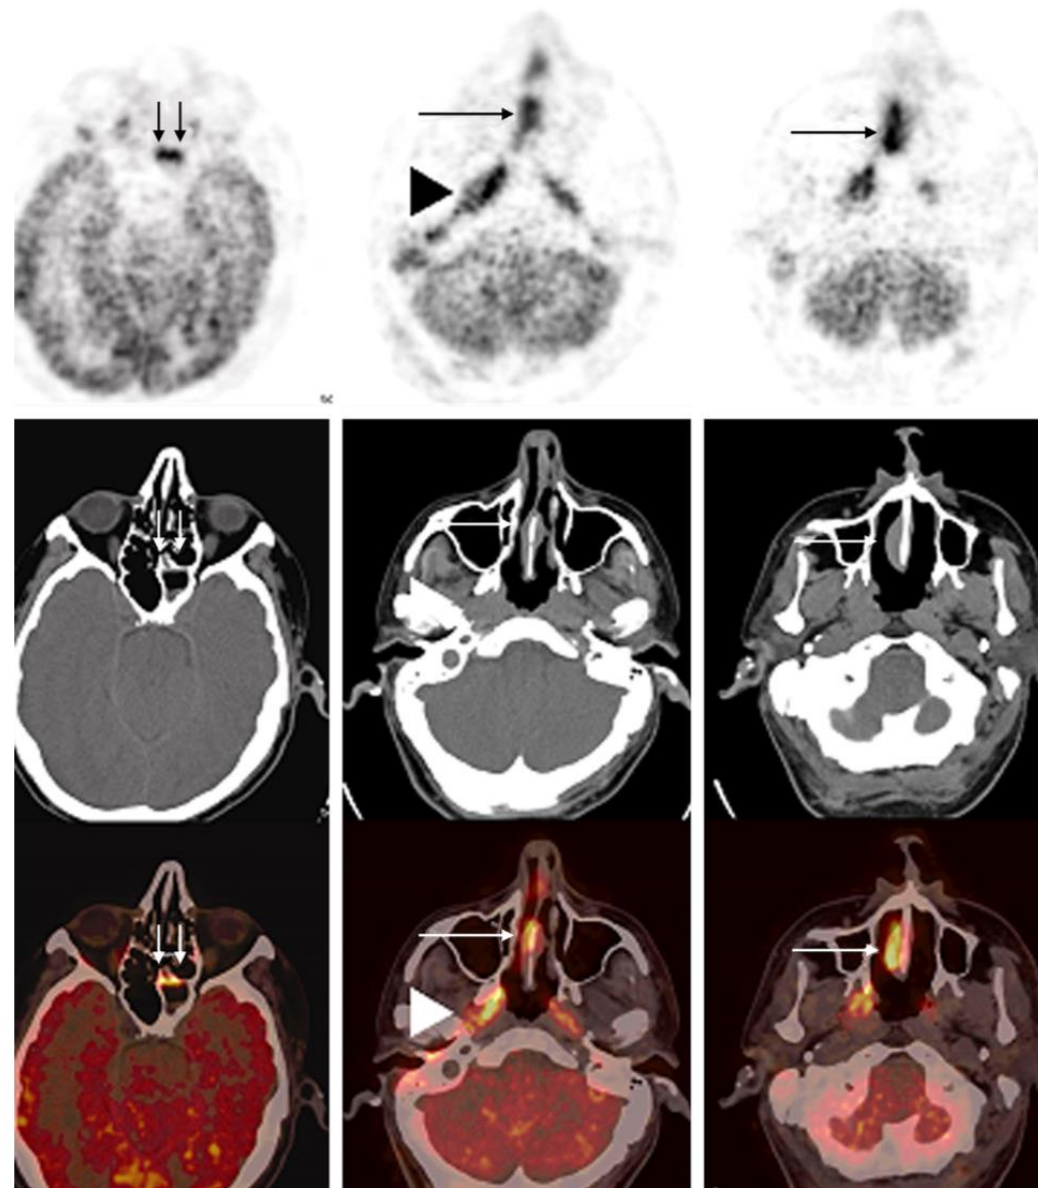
PET/CT scan demonstrated hypermetabolic marked mucosal thickening in the nasal septum (arrow) and hypermetabolic mild mucosal thickening in the anterior wall of the left sphenoid sinus (double arrow). An intense FDG uptake in the nasopharynx, inner and outer tract of ears including eustachian tubes was noted and considered as inflammatory lesions (arrow head).
